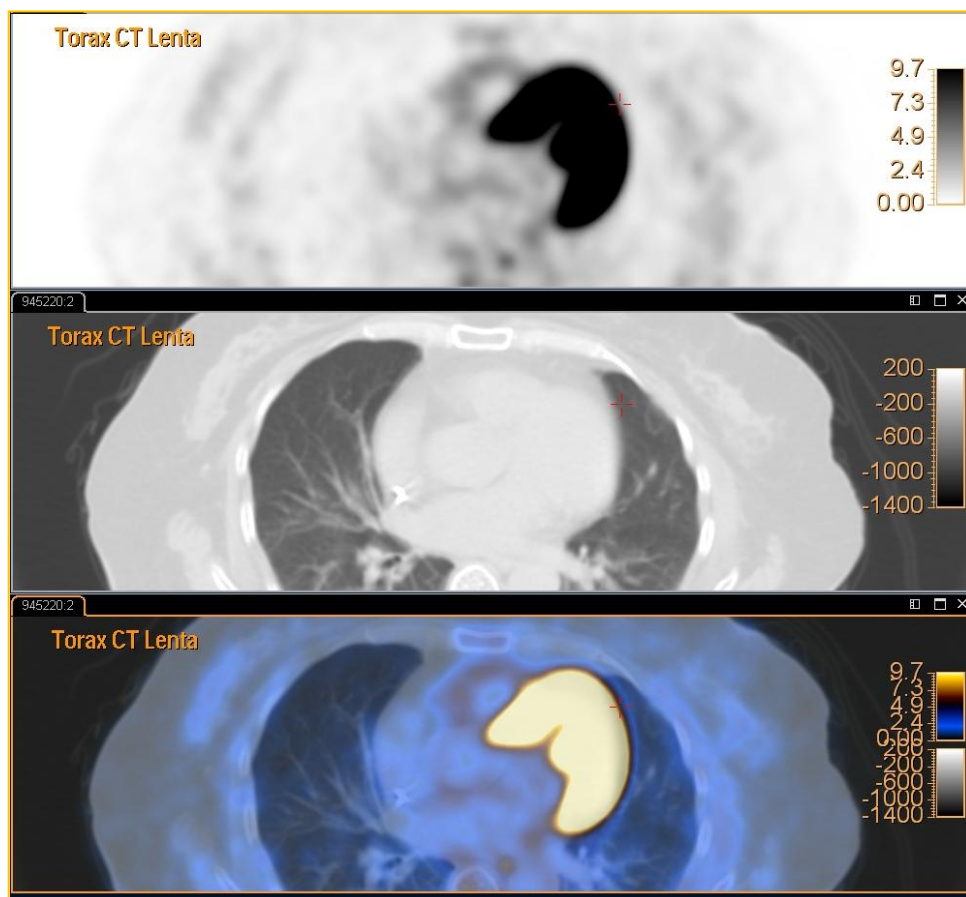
Imagens PET, CT e fusão PET-CT do Tórax adquirido com CT lenta.
